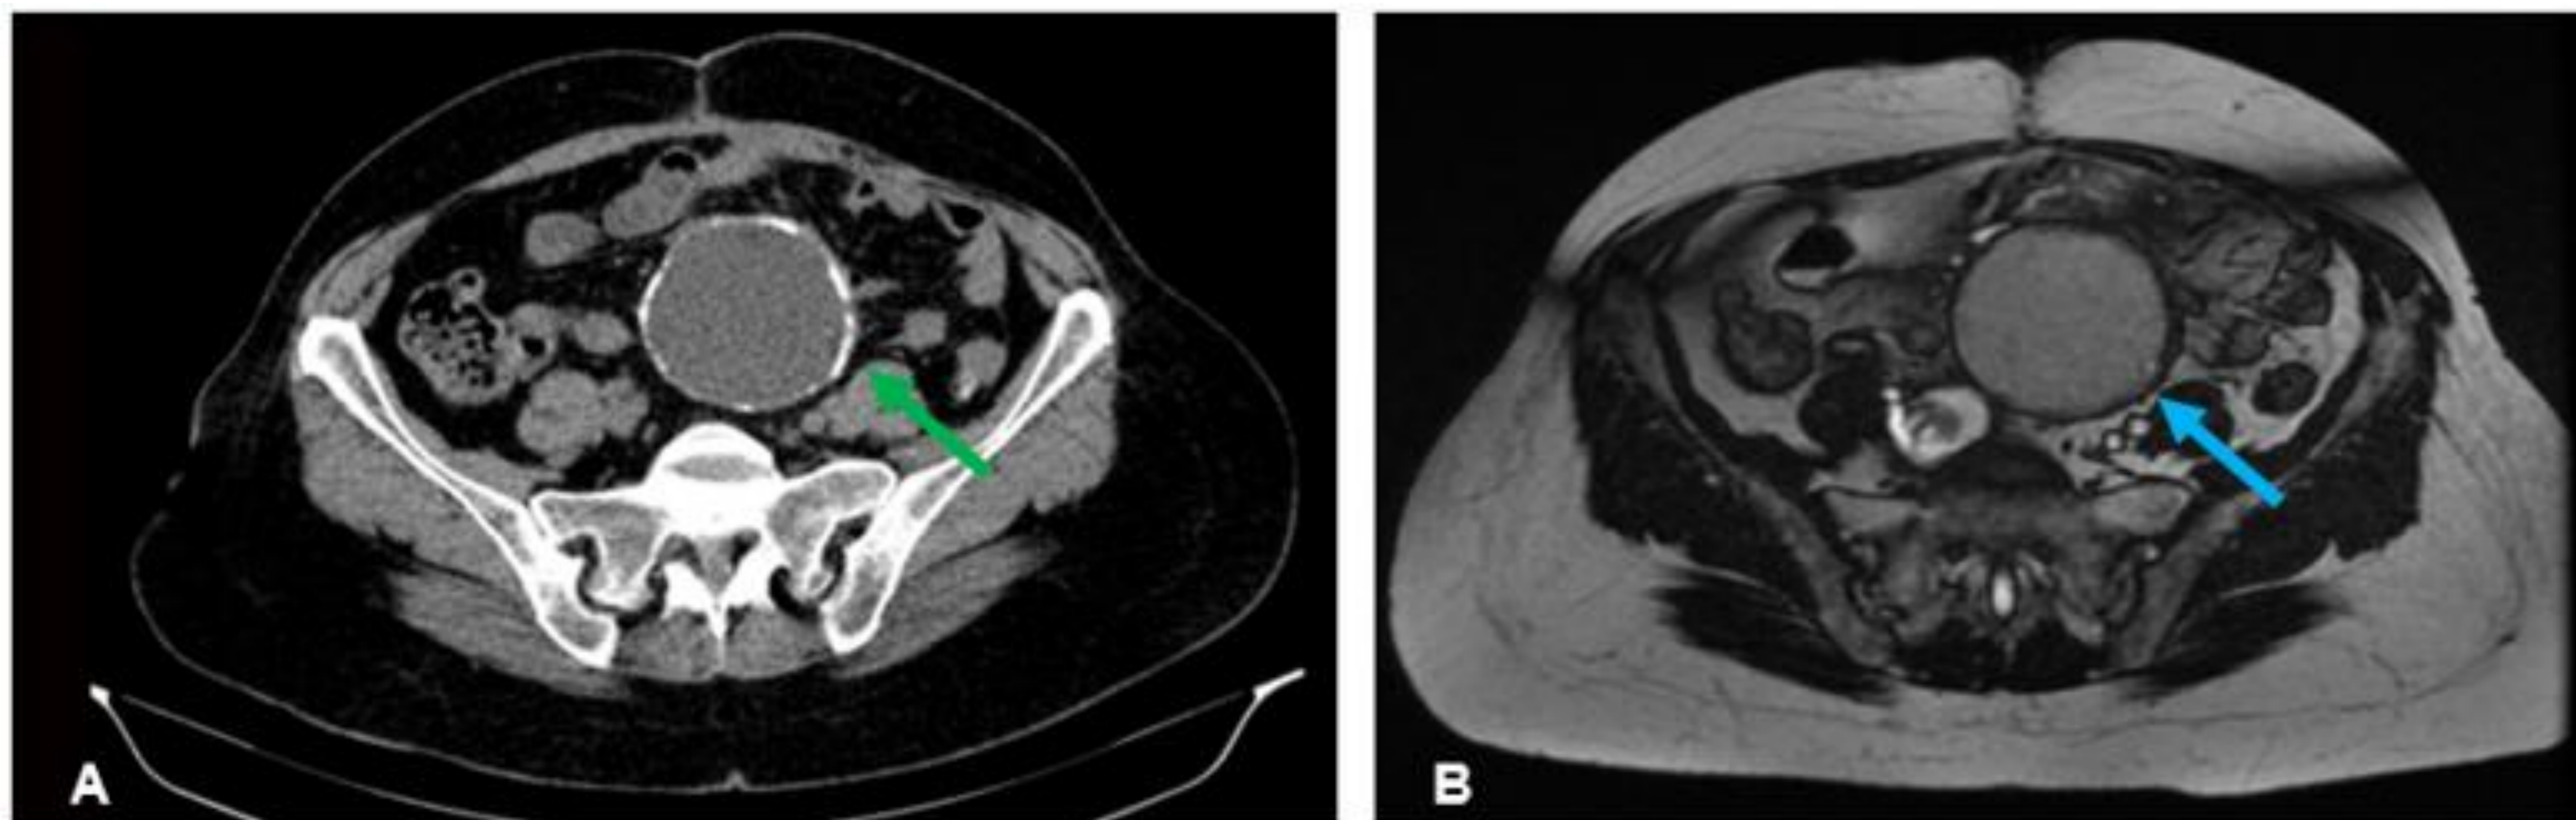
Quiste entérico. A) TC abdominopélvico sin civ que muestra una masa presacra de bordes parcialmente calcificados (flecha verde). B) RM potenciada en T2 que muestra la misma masa con alta señal (flecha azul), en relación a componente quístico
